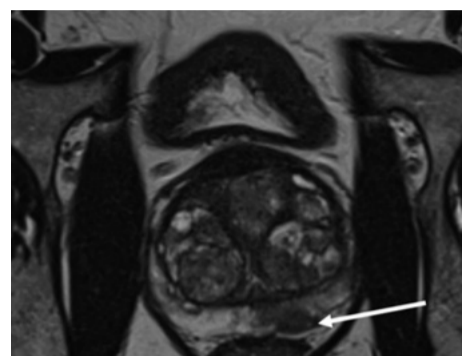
Мультипараметрическая МРТ простаты. Стрелкой указана зона, подозрительная на неопластический процесс PIRADS 5
